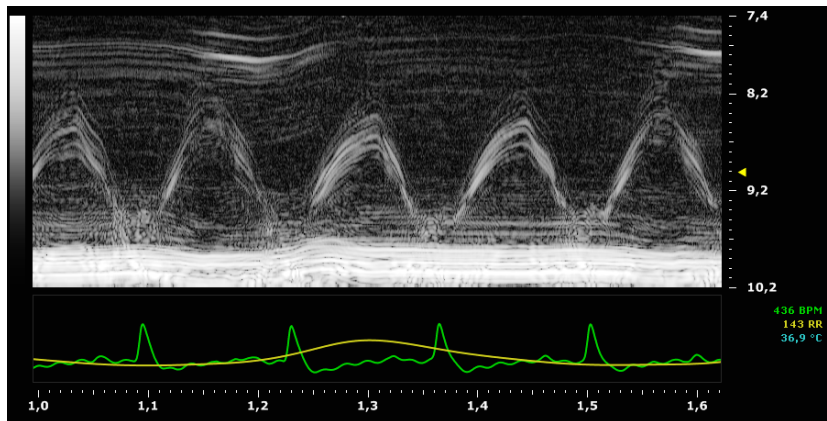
Repräsentative echokardiographische Darstellung der TAPSE im M-Modus.
